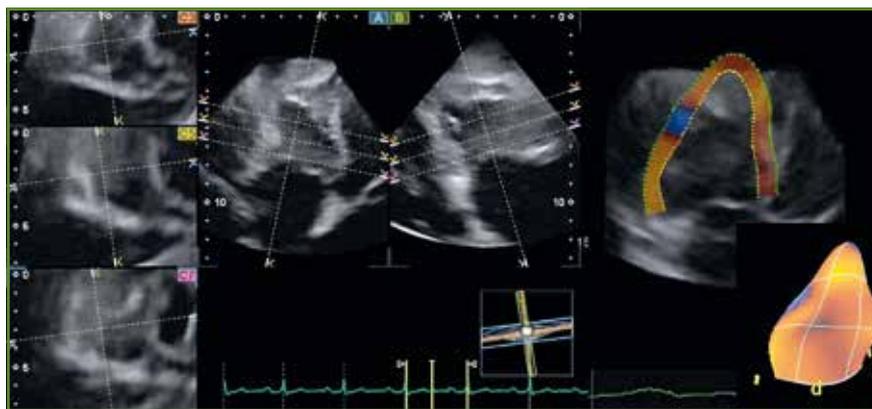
Mesure de la fraction d'éjection du VD en échographie 3D.
